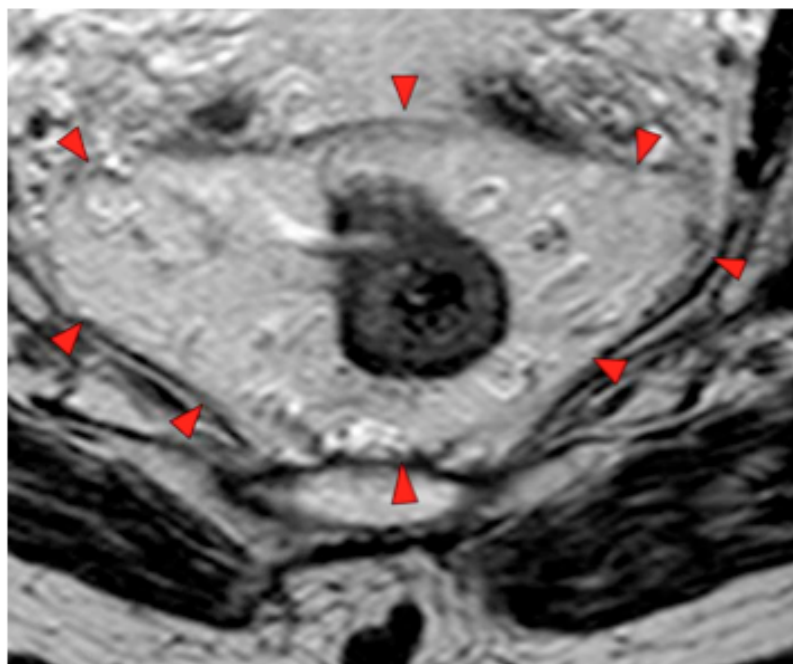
sobre un corte axial de RM de alta resolución en T2 donde se observa una lesión rectal y se muestra marcado con flechas rojas la fascia propia del mesorrecto que corresponde al margen circunferencial de resección quirúrgico.
